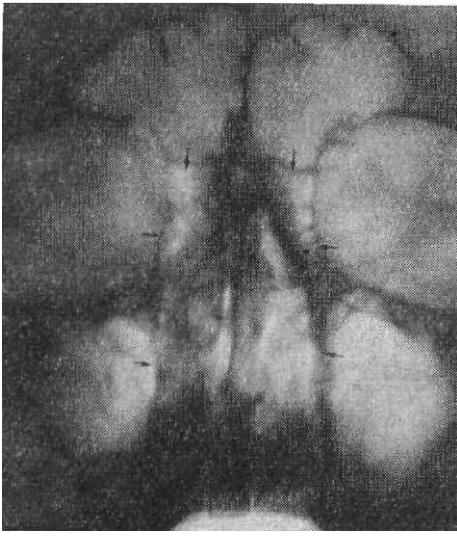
Рентгенограмма околоносовых пазух в носо-подбородочной проекции. Стрелками указаны ячейки решетчатого лабиринта.
